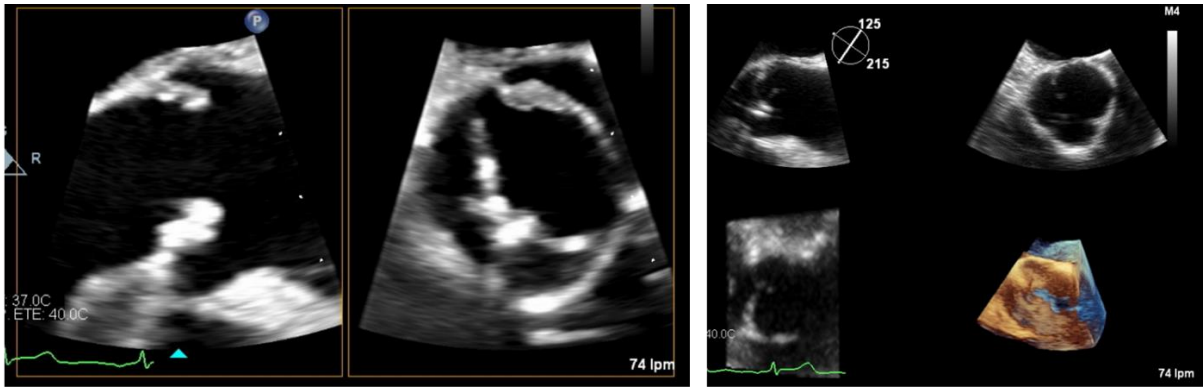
Ecocardiograma transesofágico: Válvula aórtica bicúspide por fusión del velo coronario derecho e izquierdo. Este velo coronario está calcificado y fijo. Insuficiencia aórtica moderada. Se objetiva imagen filiforme en cara aórtica del velo coronario de 0,73 cm con escasa movilidad.
